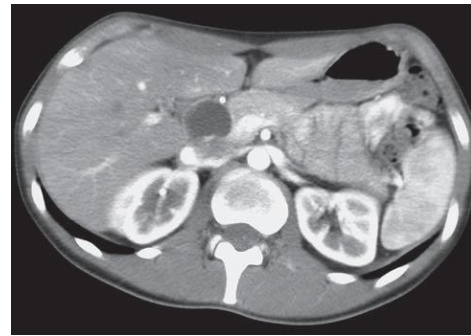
КТ. Образование стенки расширенного общего желчного протока при кисте общего желчного протока
